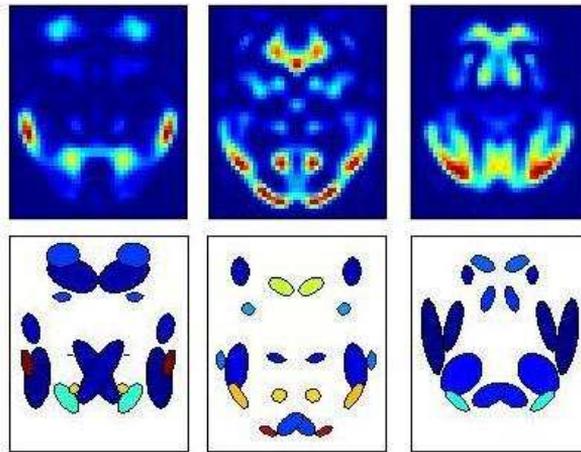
Regiones de interés para imágenes SPECT. Fila superior: Tres cortes de la imagen de diferencias I_M . Fila inferior: Representación mediante Gaussianas de la misma imagen (el color representa el peso de la Gaussiana) [Segovia *et al.*, 2010a]
